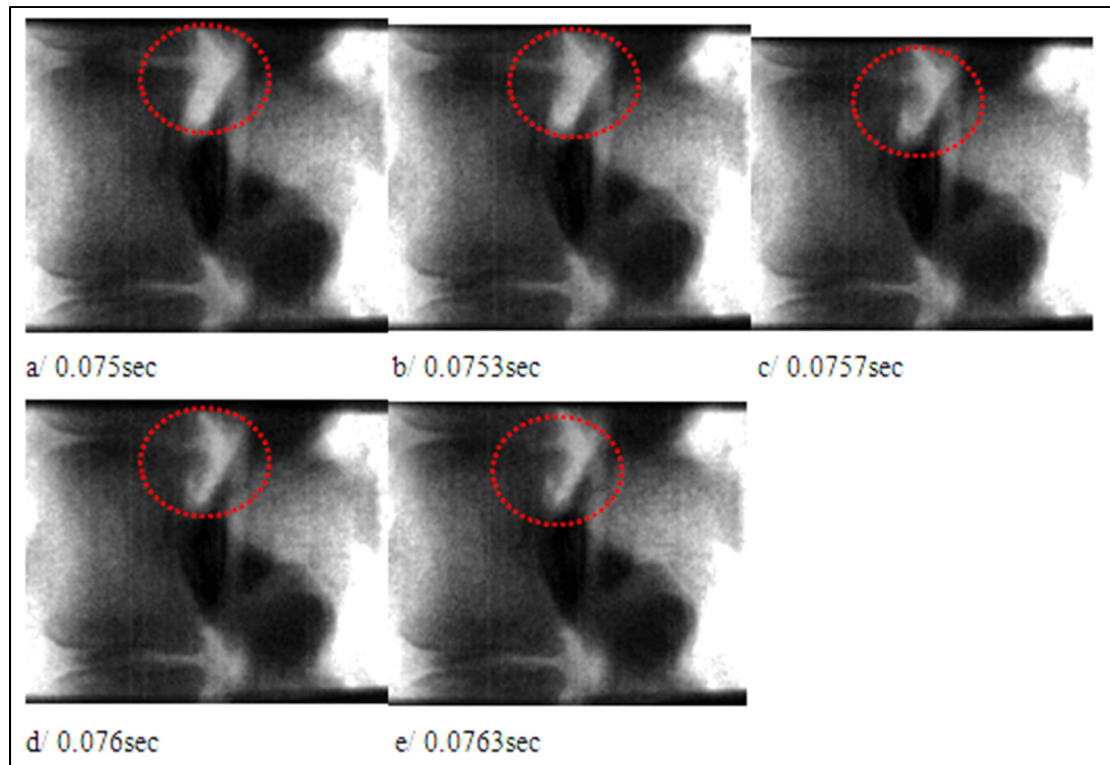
Images radiographiques de la rétropulsion d'un fragment osseux dans le canal médullaire
